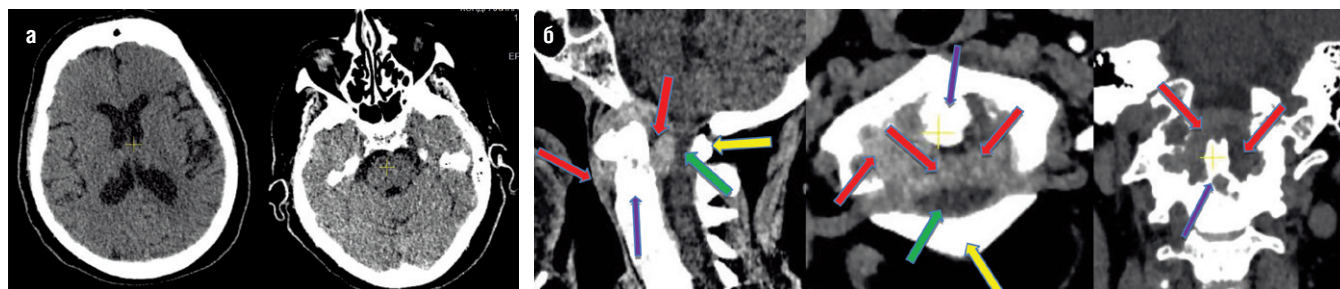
Компьютерная томография головного мозга: а – типичные возрастные атрофические изменения, вариант возрастной нормы; б – томограммы краниовертебрального перехода в трех плоскостях: определяется деструктивно измененный зубовидный отросток (фиолетовая стрелка), окруженный объёмным патологическим мягкотканым образованием (ревматоидный паннус); субкритическое сдавление каудальных отделов ствола мозга (зеленая стрелка) между ревматоидным паннусом (красная стрелка) и задней дугой атланта (желтая стрелка)
